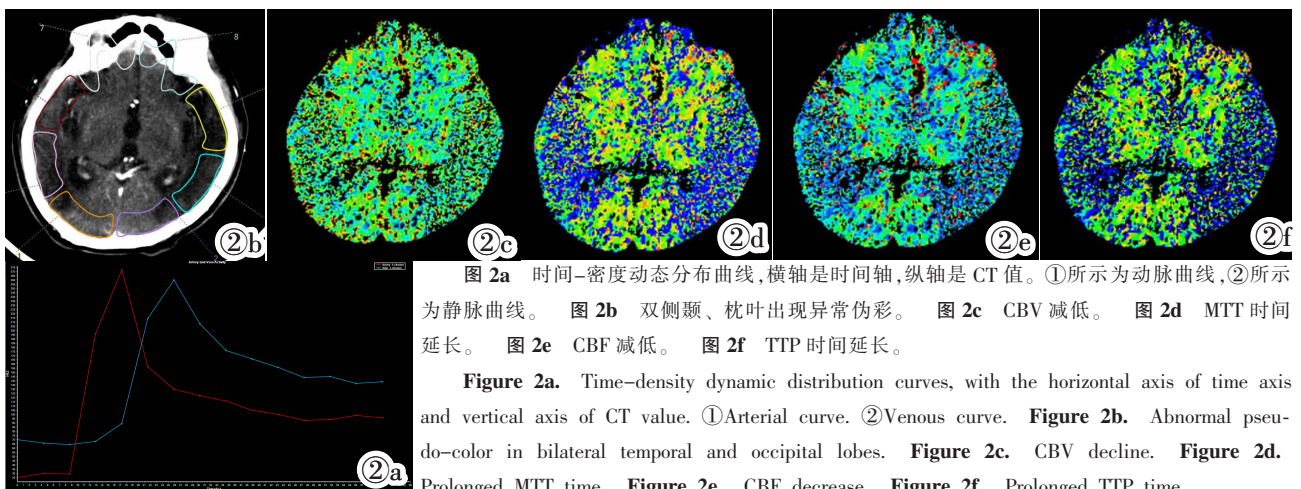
时间-密度动态分布曲线,横轴是时间轴,纵轴是 CT 值。①所示为动脉曲线,②所示为静脉曲线。图 2b 双侧颞、枕叶出现异常伪彩。图 2c CBV 减低。图 2d MTT 时间延长。图 2e CBF 减低。图 2f TTP 时间延长。
